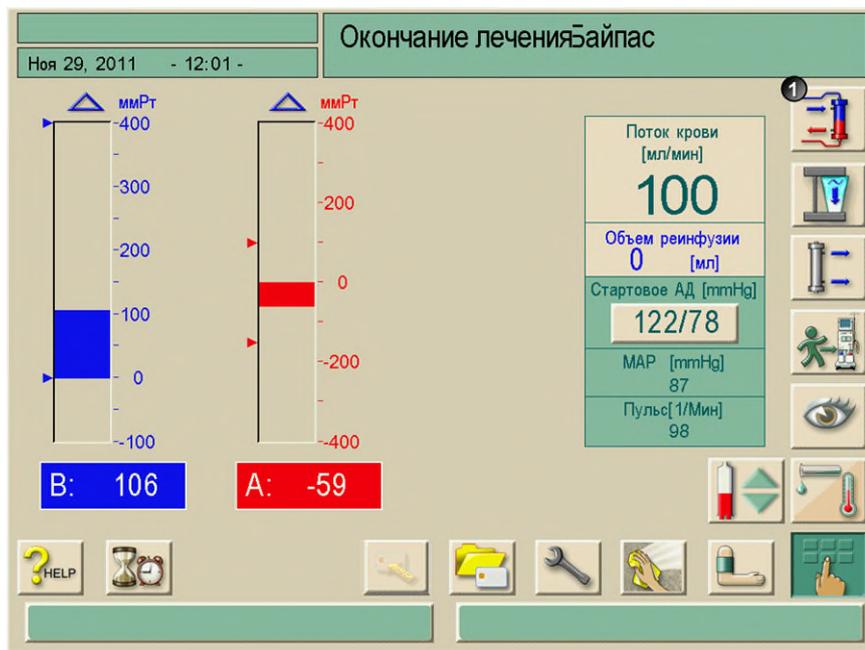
Экран «Реинфузия»
